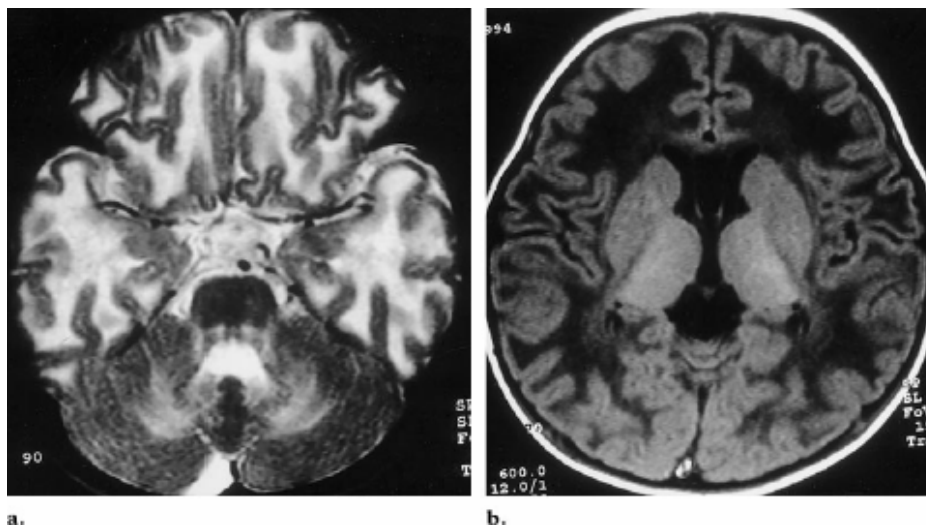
IRM cérébrale d'un garçon âgé de 6mois atteint de la maladie de Canavan.
